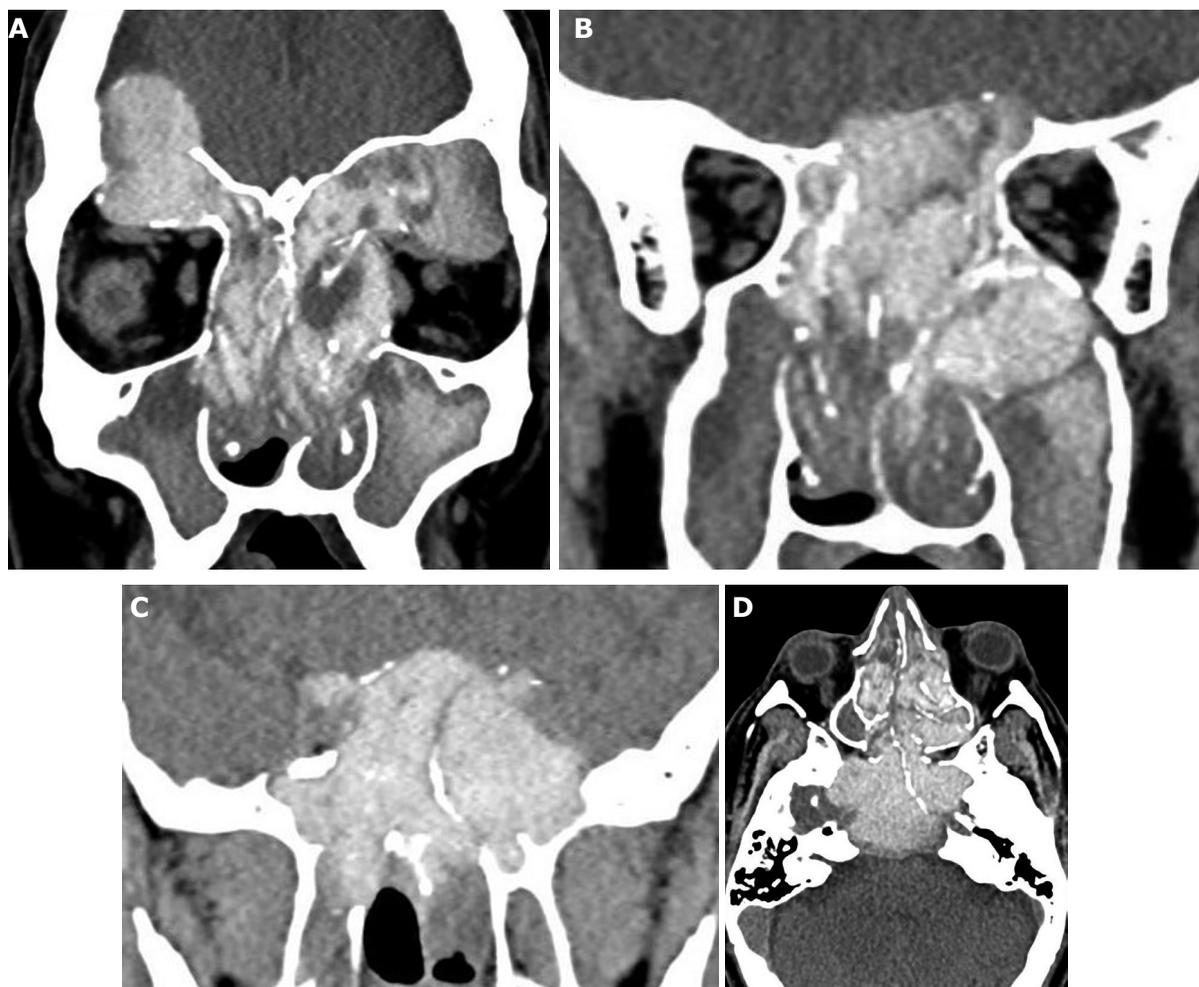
Tomografía computarizada, cortes coronales: A) ocupación heterogénea con zonas hiperdensas en todos los senos paranasales, erosión de las paredes posterior y superior del seno frontal con extensión endocraneal derecha, y extensión intraorbitaria izquierda, B) destrucción ósea de la base del cráneo a nivel del plano esfenoidal. Cortes axiales: C) destrucción ósea del esfenoides con compresión del quiasma y extensión a ambos senos cavernosos, D) destrucción ósea del clivus.
